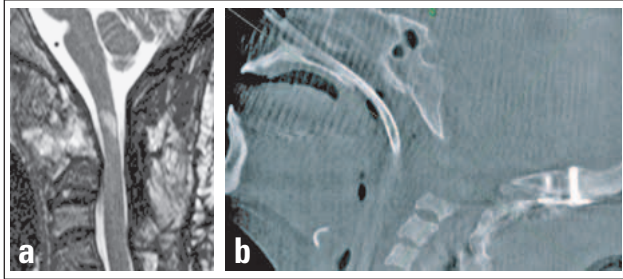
(a) Sagittales T2-MRT nach okzipito-zervikaler Stabilisierung und transoraler Densresektion. Im Myelon erkennbare strukturelle Schädigung durch die ursprüngliche Kompression. (b) Intraoperative 3-D-Darstellung des kranio-zervikalen Überganges nach transoraler Densresektion.
